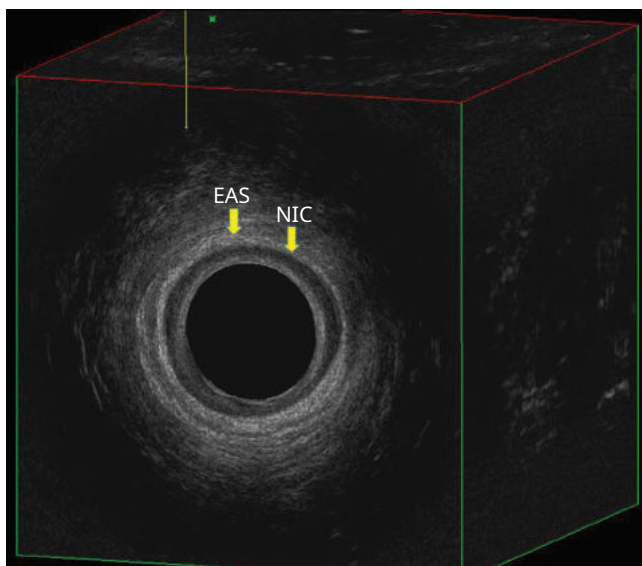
Ejemplo de una ecografía endoanal tridimensional normal. EAS, Esfínter anal externo; NIC, esfínter anal interno.
